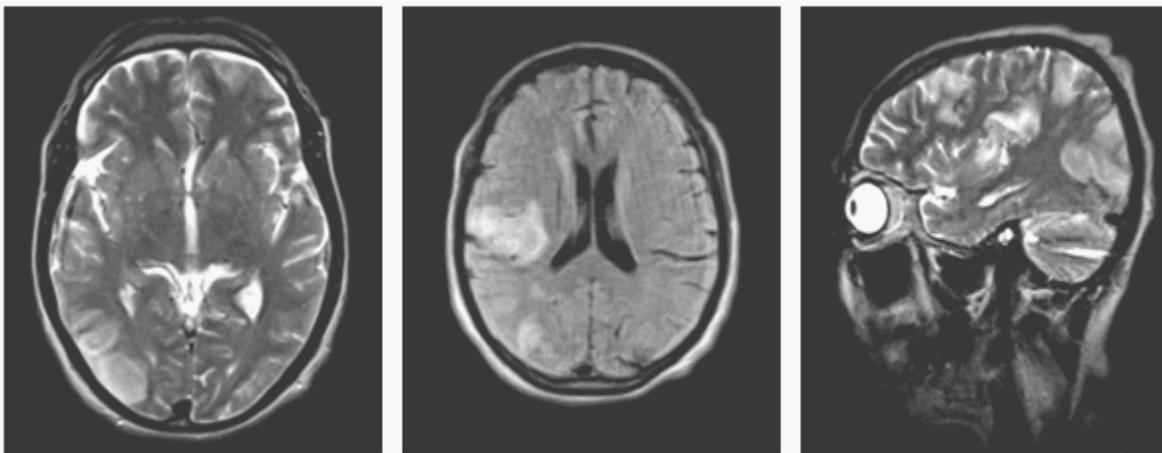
RMN de cráneo del paciente donde se evidencia la presencia de lesiones isquémicas que involucran varias topografías y territorios vasculares.
